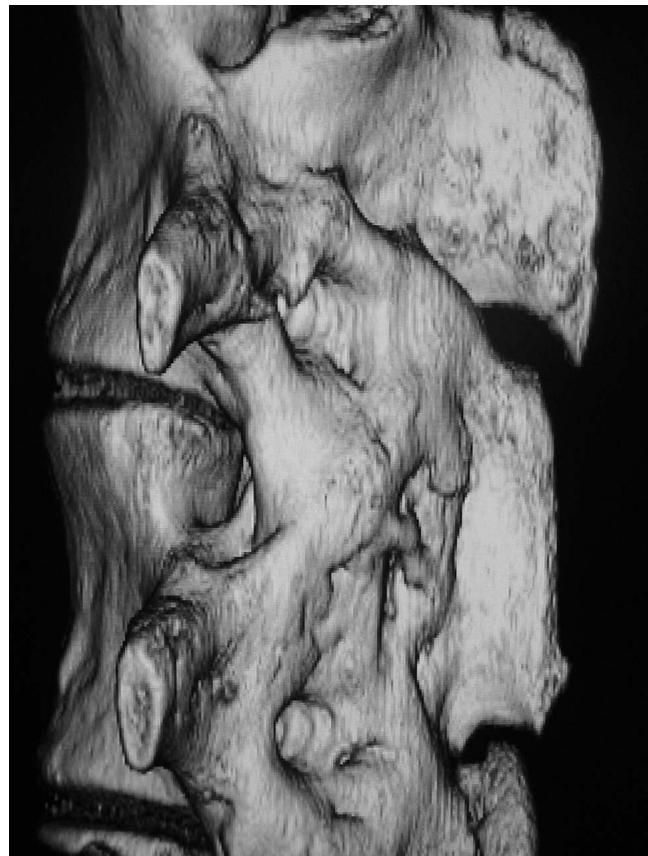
Tomografía computarizada de la misma oveja tras retirar la instrumentación. Reconstrucción tridimensional. Se aprecia fusión.
